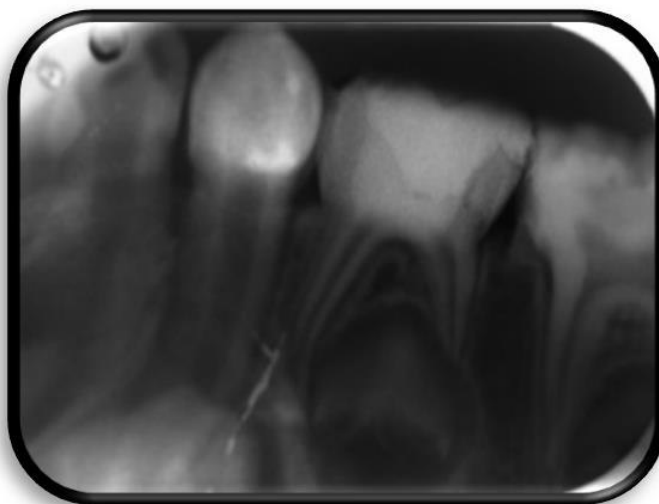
Radiografía pieza 74 IRL Por Oclusal Compatible Con tratamiento de pulpotomía y material restaurador, sin lesiones visibles a nivel de tejidos de soporte.
